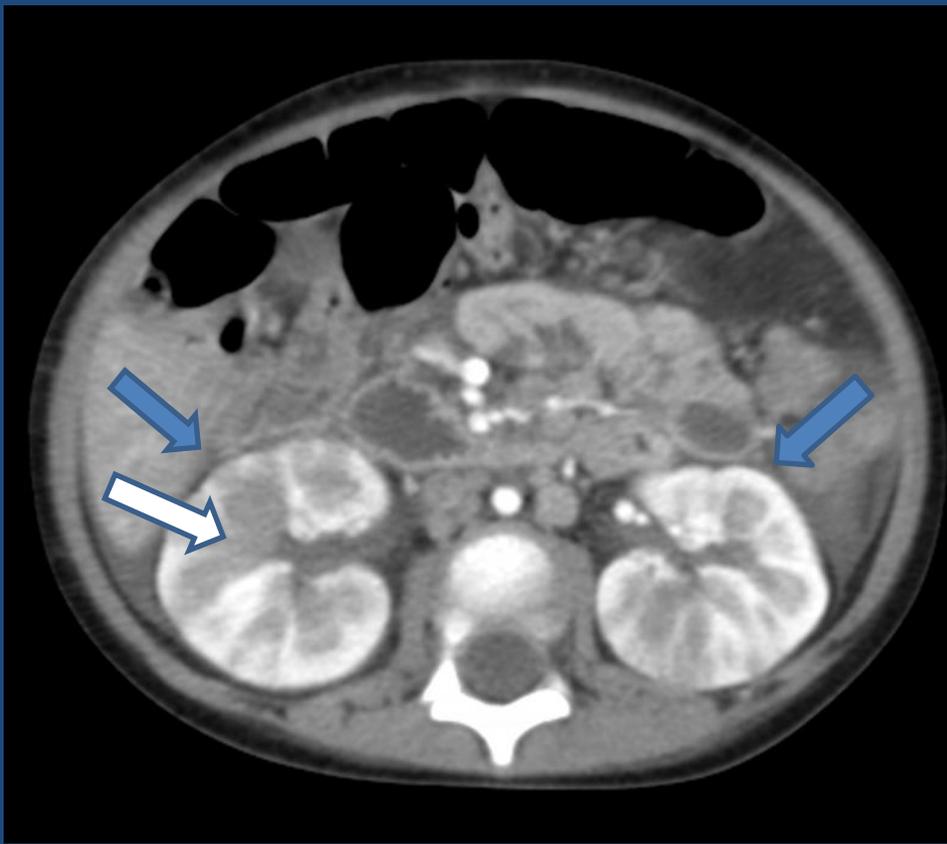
Corte axial TC de abdomen, riñones aumentados de tamaño (flechas azules), hipodensidad cortical(flecha blanca).
